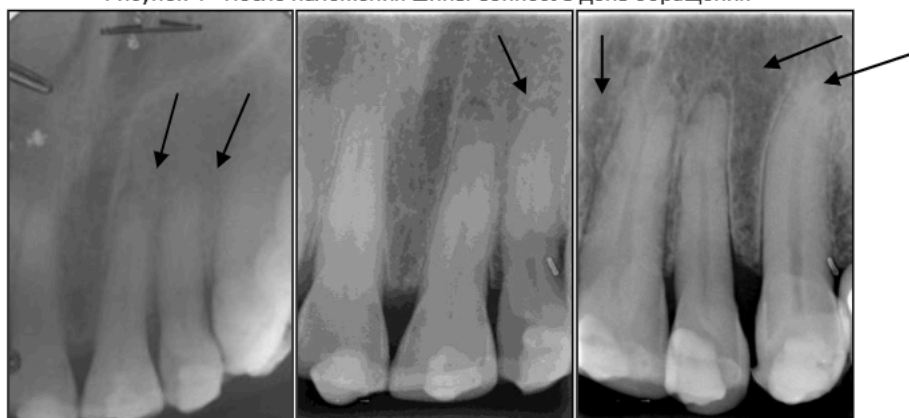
Внутривитальные рентген снимки после наложения шины Connect (стрелками указаны верхушки поврежденных зубов)
